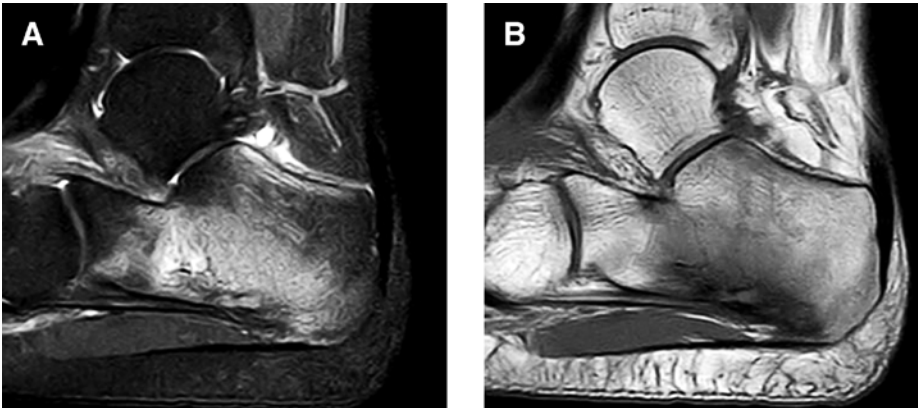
Magnetresonanztomogramm des Calcaneus: STIR-Sagittalaufnahme (A) mit ausgeprägtem Knochenmarködem und T1-gewichtete Sagittalaufnahme (B) mit Knochenmarkersatz.
